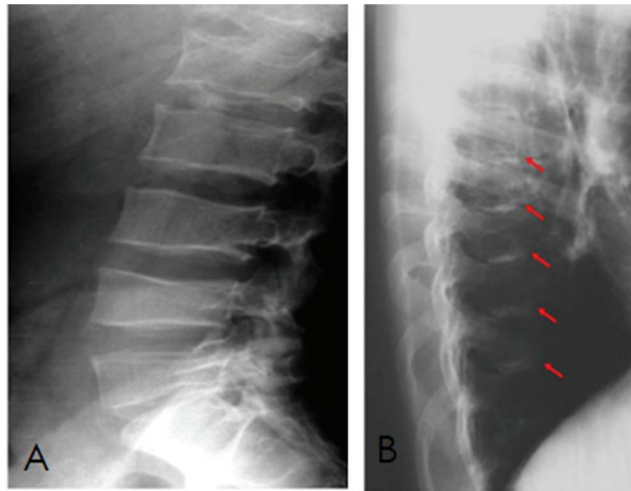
A : Radiographie latérale de la colonne lombaire d'un patient avec β thalassémie majeure. Les vertèbres sont aplaties craniocaudalement et allongées antérieurement (platyspondylie). B : Radiographie latérale de la colonne thoracique montrant des disques intervertébraux calcifiés à plusieurs niveaux (flèches). Notez les l'augmentation de la radiotransparence des corps vertébraux due à l'ostéoporose. (174)
